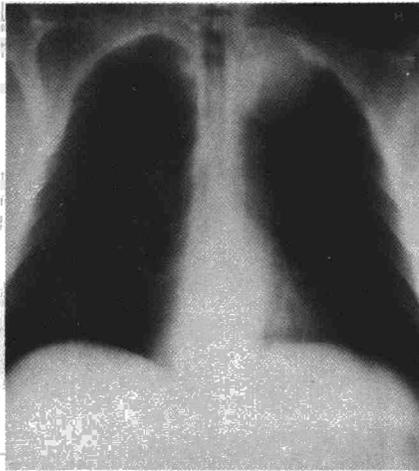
Tomografía PA de tórax (plano 8). La misma imagen que la descrita en la figura 1. Obsérvase la alteración provocada en el cabo posterior de la 2.ª costilla.
